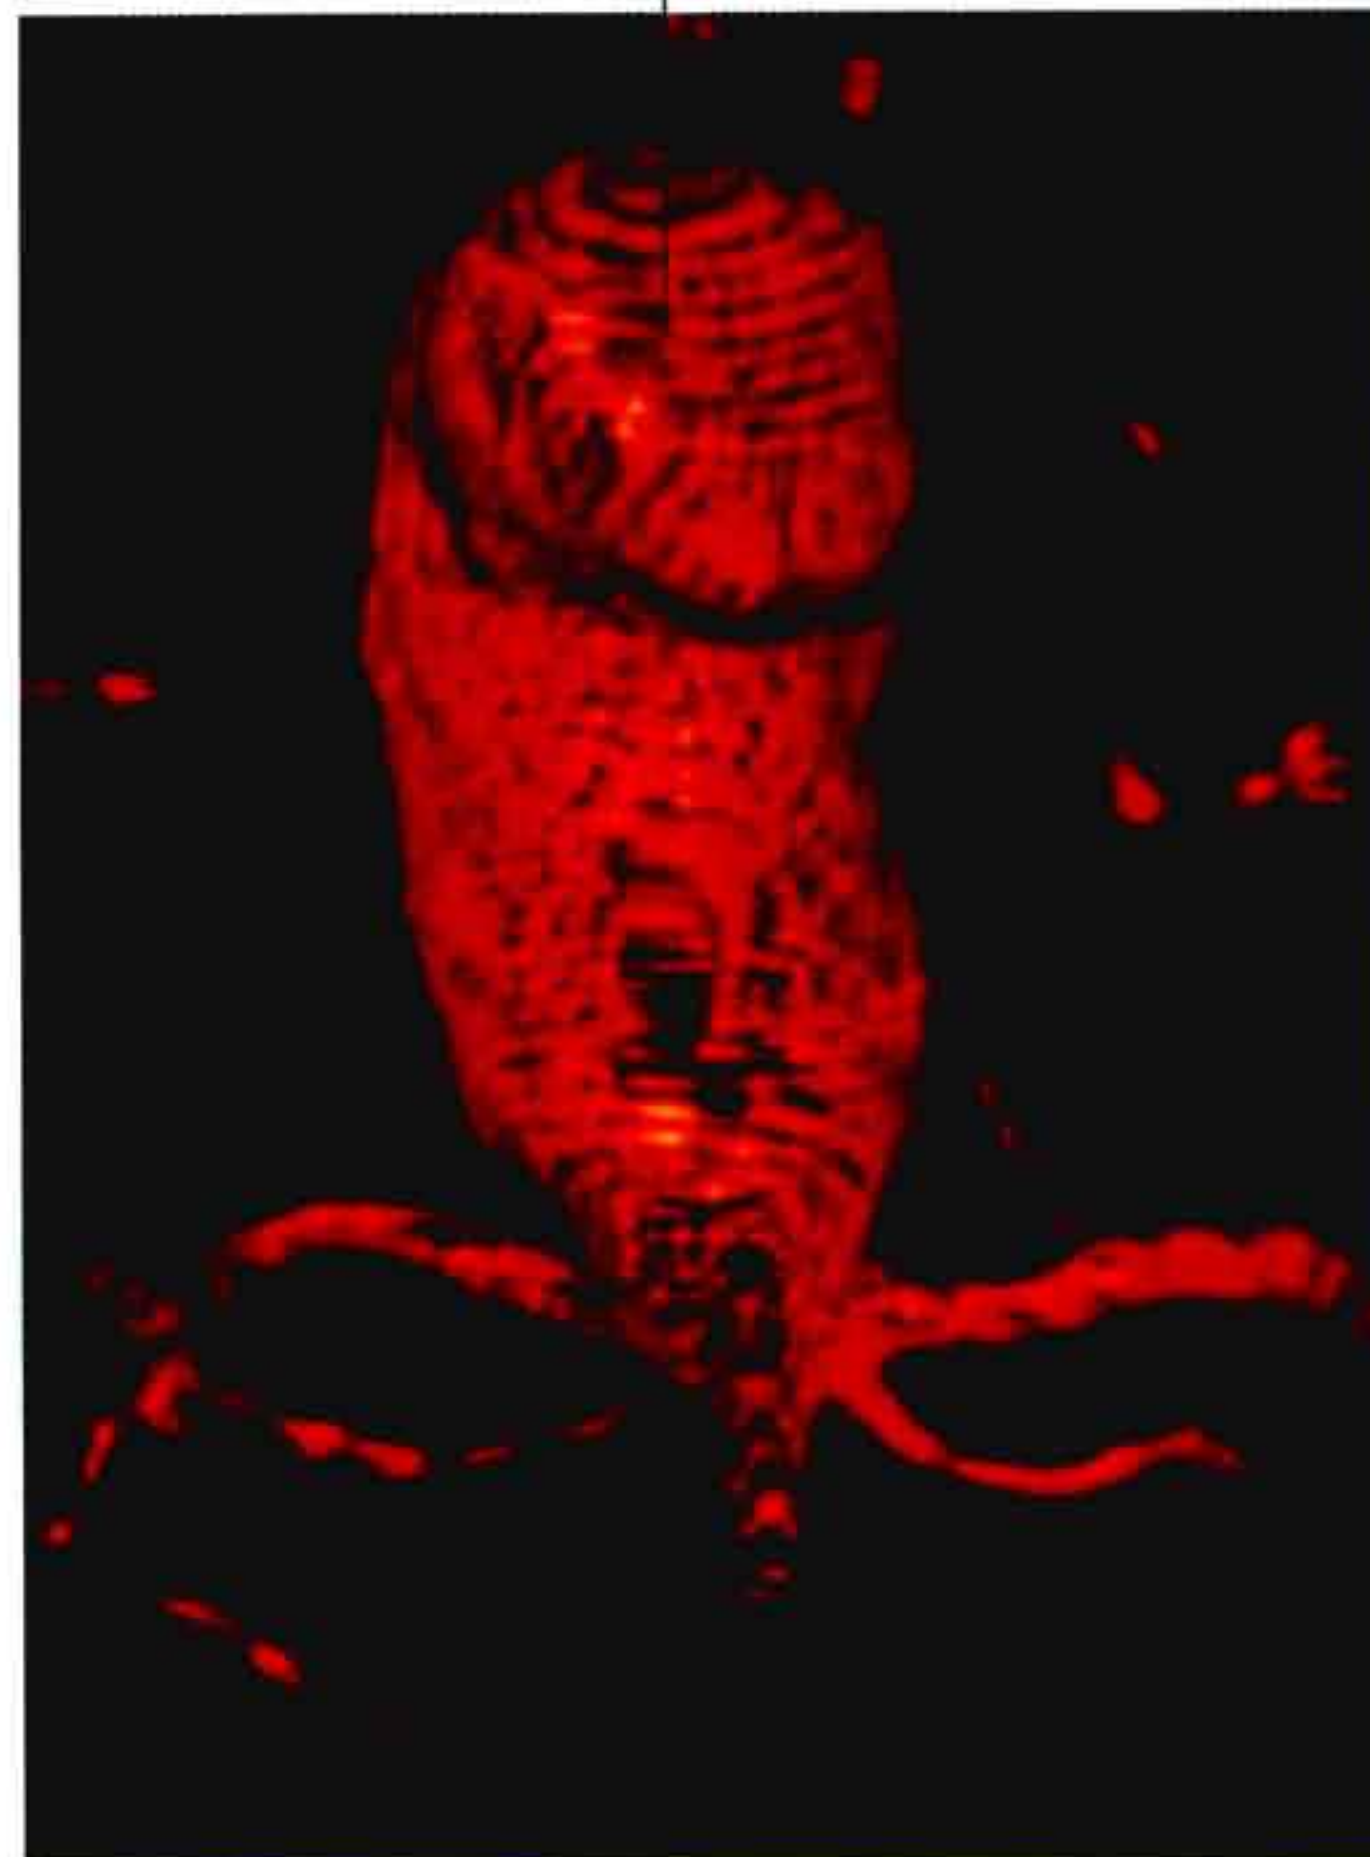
Aneurisma del extremo de la arteria basilar. A. Sección tridimensional de una TC craneal. B. Detalle del aneurisma.
